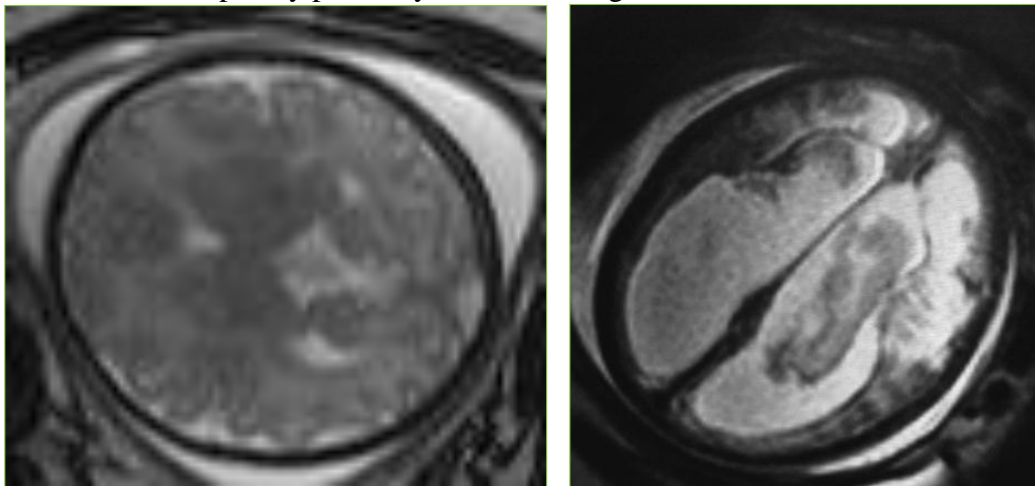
Axial T2-weighted sequences of two fetuses in the 34th week of gestation. The fetus on the left side is normal. The fetus on the right side has a grade III intracerebral hemorrhage with intraventricular blood clots and hydrocephalus.
